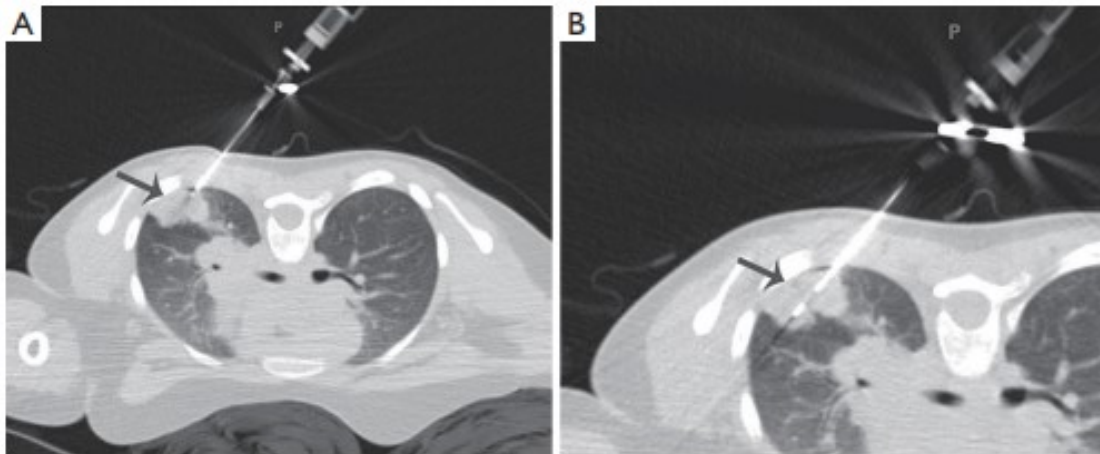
Immagini TC con finestra polmonare che mostrano il posizionamento dell'ago durante il TTNA in un paziente in posizione prona¹¹⁶.
